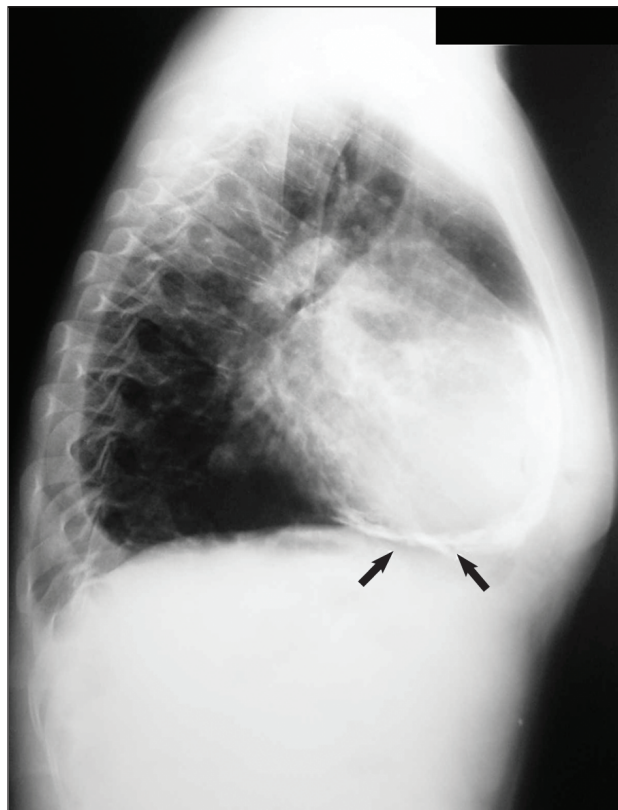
Radiografia de tórax em perfil, na qual se observa calcificação pericárdica (setas). (Cortesia da Dra. Vera Salemi)
